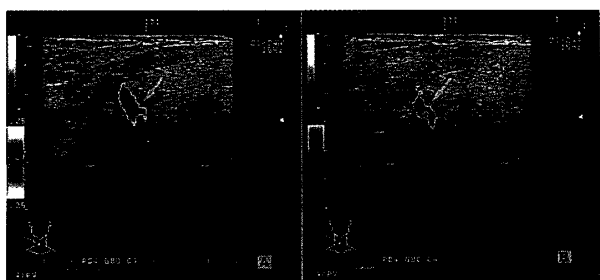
顔面動脈とオトガイ下動脈の腺枝との分枝部における速度表示法(VM)とパワードプラ表示法(PM)による超音波断層像
